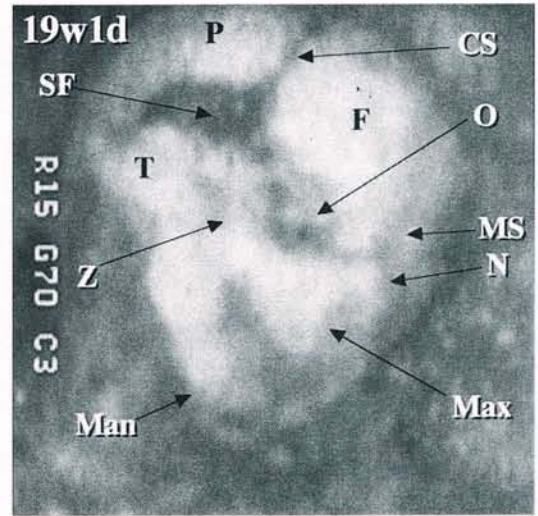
妊娠19週1日の胎児頭蓋骨の三次元超音波像。
